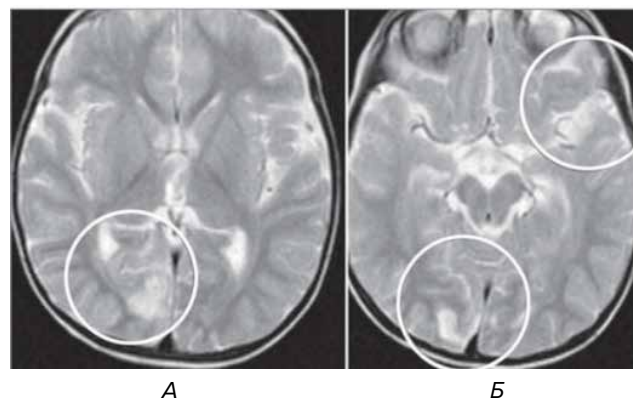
Аксиальні магнітно-резонансні томограми головного мозку дитини віком 2 роки з підтвердженими мутаціями гена POLG у режимах T2/FLAIR: візуалізуються чітко обмежені гіперінтенсивні ділянки, що відповідають інсультподібним епізодам (stroke-like episodes) (А – гострий період; Б – динаміка за 3 місяці)
